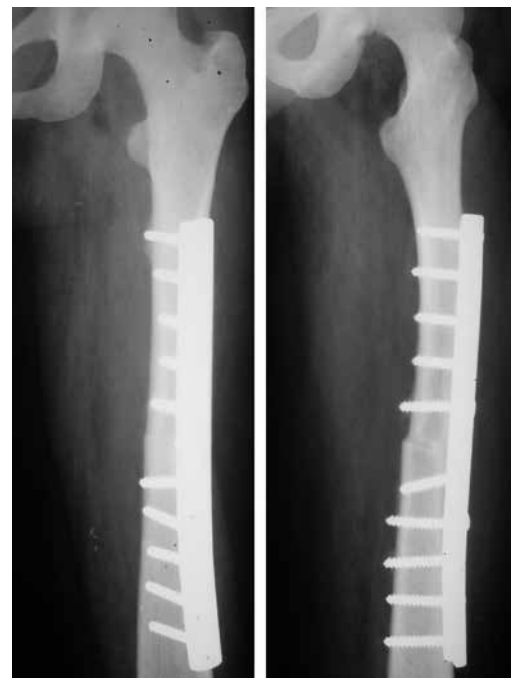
Radiografias em ântero-posterior (A) e em perfil (B) da coxa esquerda e tratamento da fratura diafisária do fêmur com redução aberta e fixação interna com placa e parafusos.
